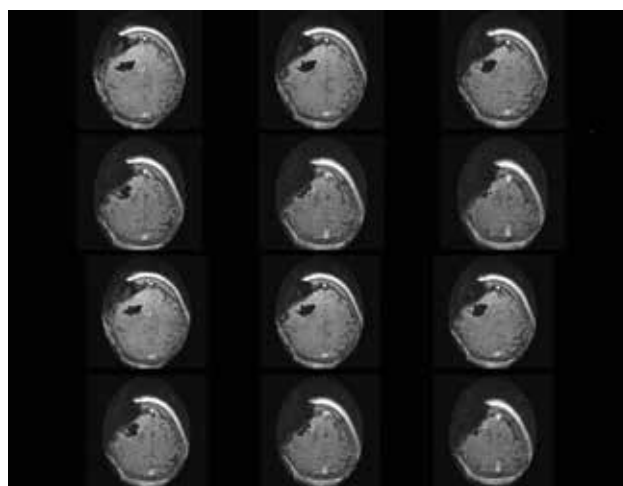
Imágenes intraoperatorias con resonancia magnética PoleStar® (Medtronic). Cortes axiales en secuencias T1 con gadolinio una vez extirpada la lesión, que confirman la ausencia de captaciones residuales
